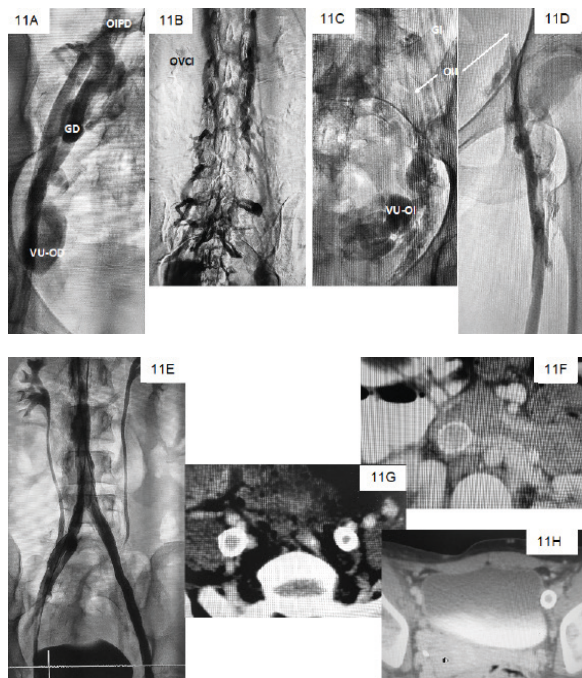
Mujer de 19 años con antecedentes de múltiples cateterismos venoso en edad neonatal y oclusión venosa VCI e ilíaca bilateral. Desarrolla progresivo SCP con dolor pélvico característico y várices útero-ováricas bilaterales por EDC y RM. En la foto 11A la flebografía ascendente de MMII derecho confirma várices útero-ováricas derechas (VU-OD) drenando en vena gonadal derecha (GD) por oclusión de vena ilíaca primitiva derecha (OIPD). En 11B se observa oclusión de cava inferior (OVCI) reemplazada por colaterales perivertebrales. La flebografía ascendente de MMII izquierdo en 11C y 11D muestran oclusión ilíaca (OII) con drenaje por colaterales pélvicas y várices útero-ováricas izquierdas (VU-OI) hacia gonadal izquierda (GI). La foto 11E muestra la flebografía y angio-TAC venosa (fotos 11F, 11G y 11H) del resultado postvascularización con ATP y 3 stents venosos de nitinol (20 x 100 mm en VCI, 16 x 80 mm en venas ilíacas primitivas y 14 x 120 mm en ilíaca externa y femoral común proximal izquierda). Gentileza del Dr. Eisele.
